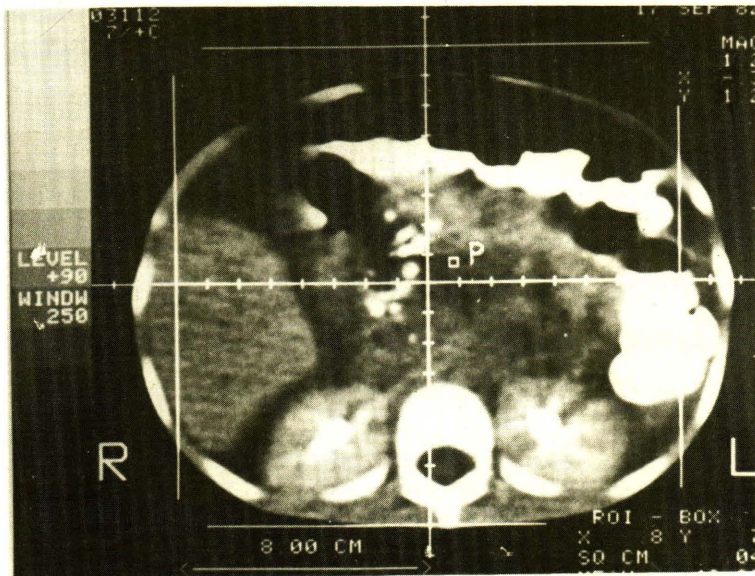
Abdominal computed axial tomography demonstrated pancreatic calcification.
